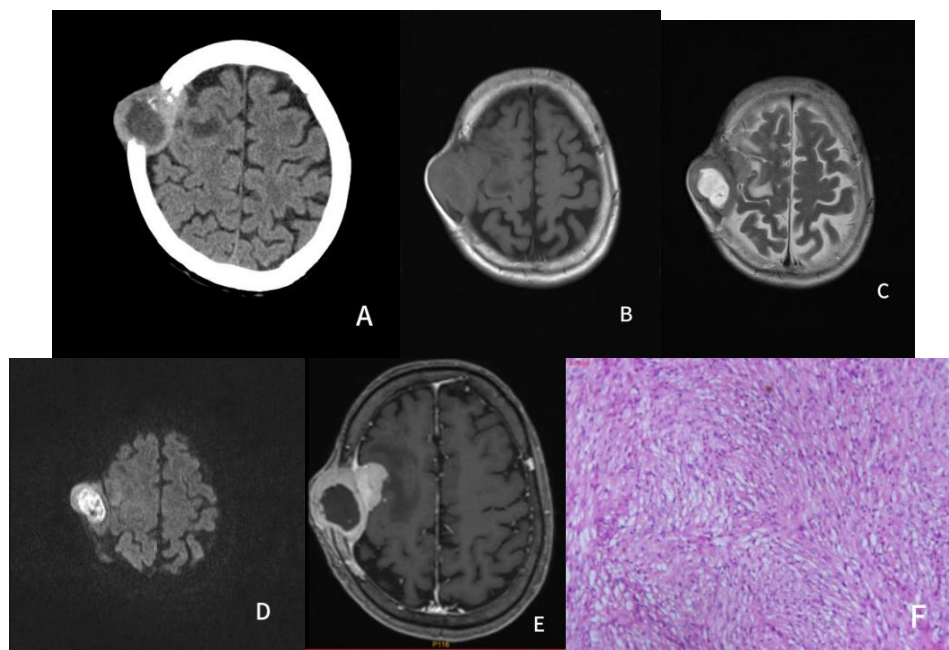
CT, MRI and pathological images of patients
